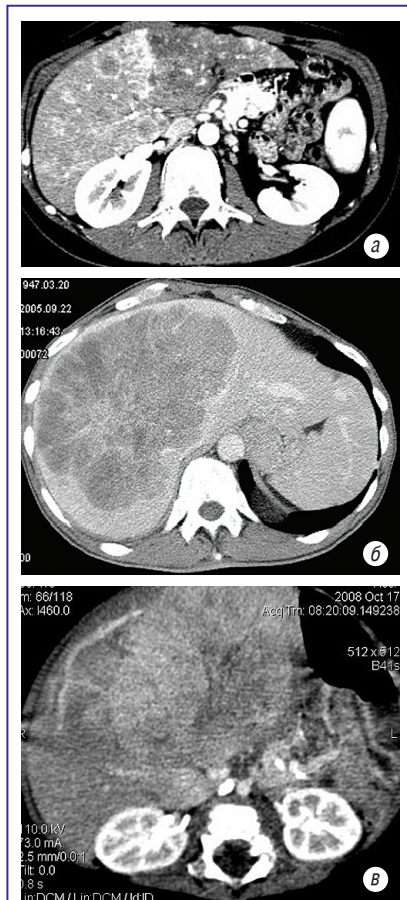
СКТ печінки, аксіальна проекція. ГЦК: а — артеріальна фаза, гіперденсне підсилення по краю пухлини; б — контрастосадова здорова паренхіма печінки, пухлина — гіподенсна; в — гіперденсне накопичення контрасту в пухлині, портопортальний шунт
